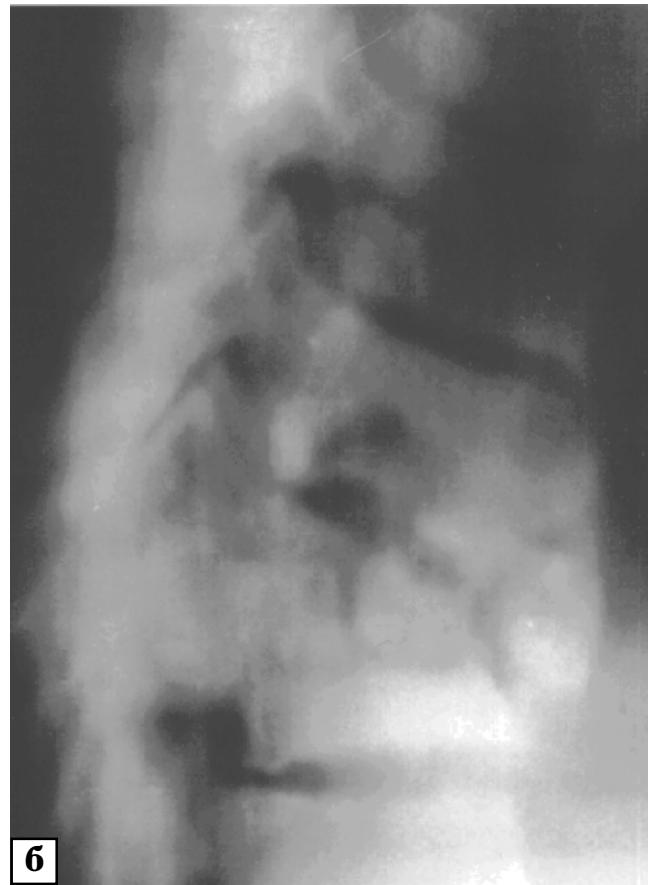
Рентгенографія. Туберкульоз ІХ–Х грудних хребців: а — прямий оглядовий знімок. Видно осередок деструкції в сегменті Д9–Д10, паравертебрально — веретеноподібна тінь напливного абсцесу; б — бічний томографічний знімок. Видно осередок деструкції з наявністю кісткової каверни, великого секвестру
